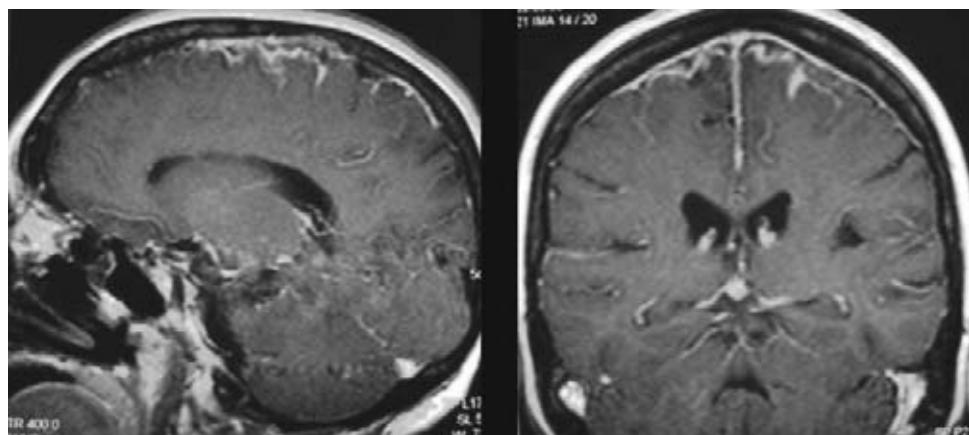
RMN secuencia T1 con gadolinio. A la izquierda corte sagital y a la derecha corte coronal, observándose reforzamiento meníngeo y en seno venoso con aumento de la trama vascular hacia la convexidad.
